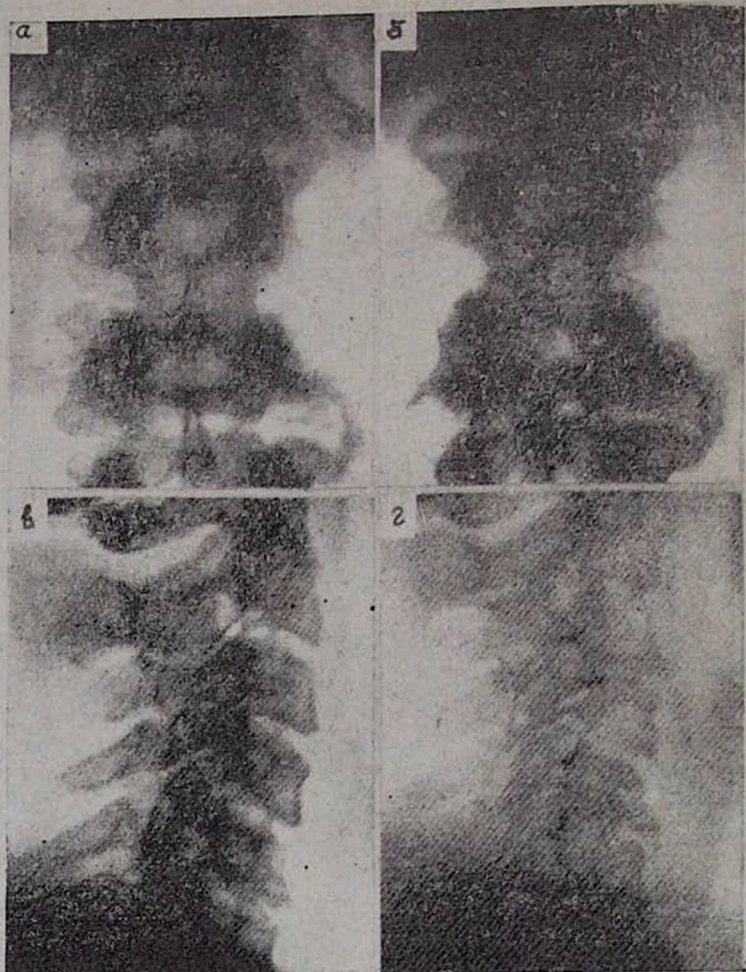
а. Рентгеноснимок больного с острым бруцеллезным спондилитом, произведенный на 5-м мес. болезни. Был бруцеллезный хондрит—сужение диска между XII грудным и I поясничным и между II и III поясничным позвонками; лигаментит, проявившийся окостенением межпозвоночных связок. Проведено общее специфическое и энергичное местное лечение. б. Рентгеноснимок того же больного спустя полтора месяца. Имеющиеся репаративные явления прогрессировали. Видно образование скобки между XII грудным и I поясничным позвонками справа. в. Рентгеноснимок больной первичным хроническим бруцеллезным спондилитом, произведенный 3 года спустя от начала болезни. Имеется некоторая шероховатость и мелко-петлистый рисунок в переднем отделе тела пятого шейного позвонка, нижний контур которого мелко зазубрен с наличием костного нароста. г. Рентгеноснимок той же больной, произведенный 17 лет спустя. Массивные краевые костные разрастания в виде клювов и шипов на уровне тел последних 4 шейных позвонков и снижение высоты межпозвоночных дисков с наличием субхондрального склероза суставных площадок тел V—VI позвонков. Структурные изменения дистрофического характера в виде мелкоячеистого рисунка в толще тел V и VI позвонков и заострение мелких суставных отростков их. Имеются прогрессирующие дегенеративно-дистрофические изменения типа деформирующего спондиллоза, спондилартроза и дискоза.
